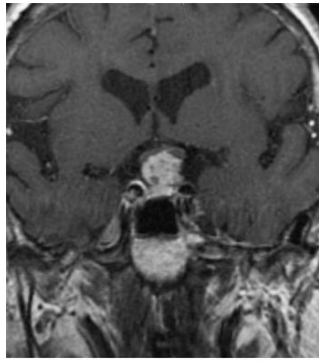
MRI 显示了一个中等大小、实性成分为主的颅咽管瘤。采用经蝶鞍结节入路，磨除有限的骨质即足以切除肿瘤。打开硬脑膜仅能看到肿瘤包膜（第二行，左图）。在肿瘤减容后，即可将肿瘤包膜从垂体柄上分离出来（第二行，右图）。继续将肿瘤包膜从 ICA、垂体上动脉（第三行，红色箭头）以及视交叉下表面（第四行）处游离下来。在切除肿瘤后，即可看到对侧视辐射。确认垂体柄的完整性（最后一行）。
